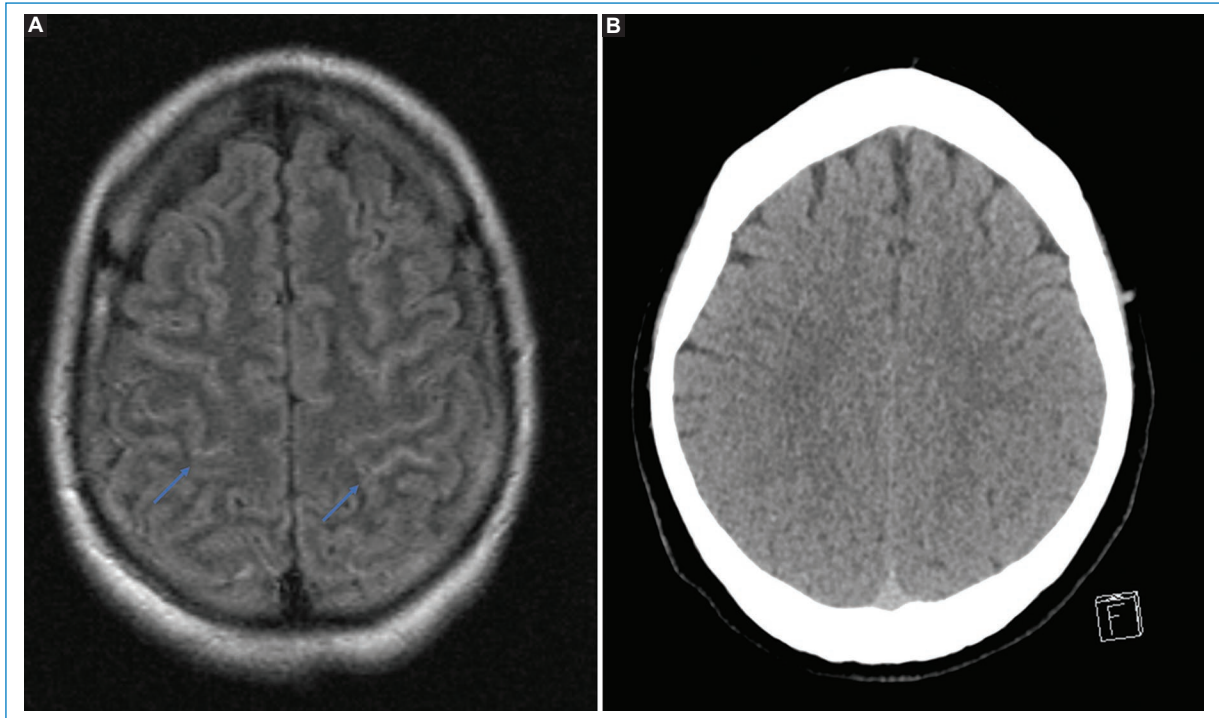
Paciente de sexo masculino de 30 años. A: en ventilación mecánica invasiva por COVID-19, falta de supresión difusa del líquido cefalorraquídeo en FLAIR (flecha). B: tomografía computarizada concomitante sin alteraciones.
